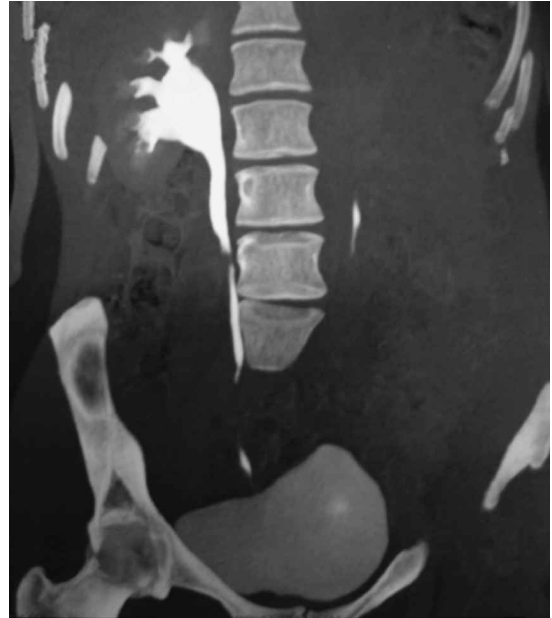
Uro-TAC que muestra indemnidad ureteral en un flap de Boari derecho.
